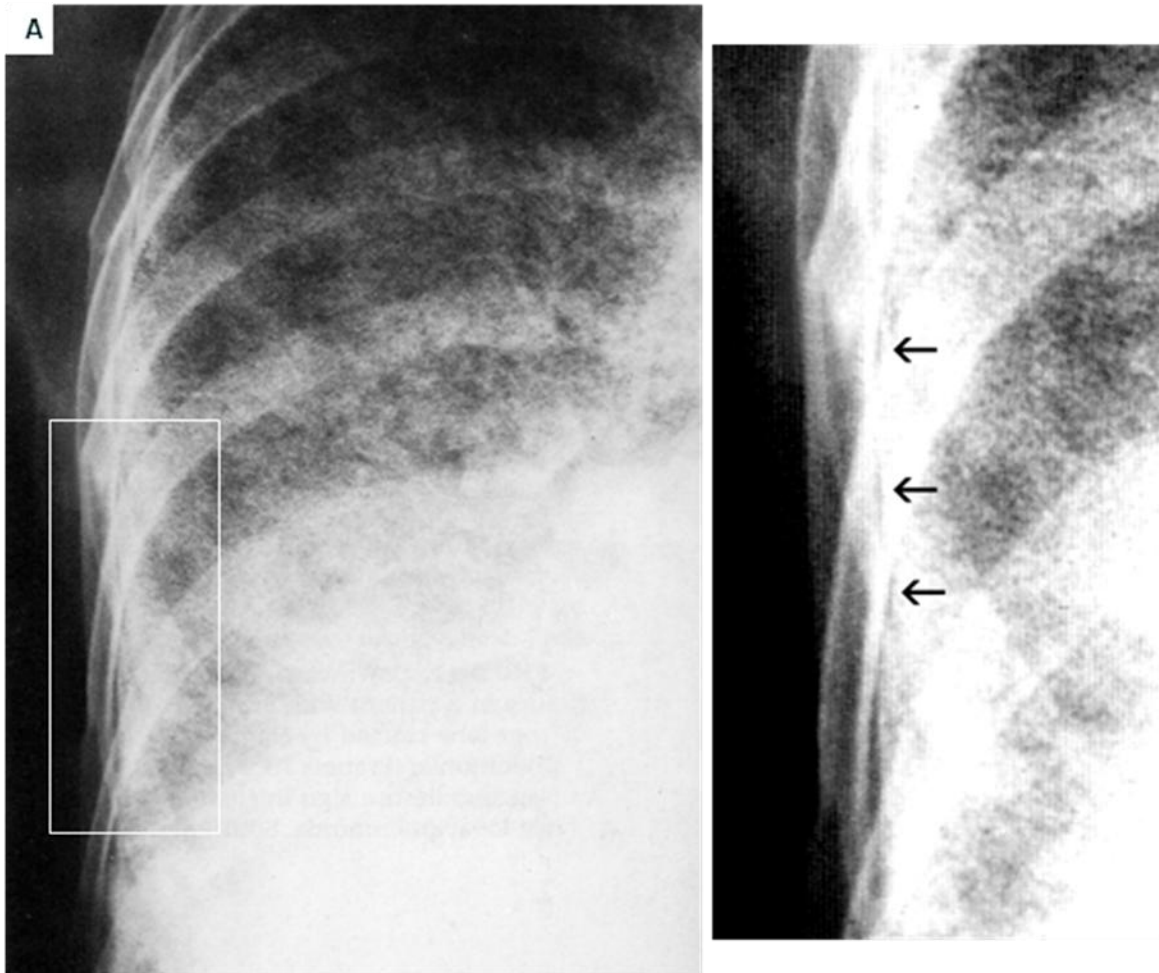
37. A. Radiografía PA de tórax, paciente con microlitiasis alveolar magnificación del pulmón derecho, a la izquierda mayor aumento del área en el recuadro blanco. La pleura, que tiene una densidad de agua, se observa como una línea negra a lo largo del borde lateral del tórax (flechas) debido al contraste con la densidad cálida de las costillas y las calcificaciones pulmonares.
